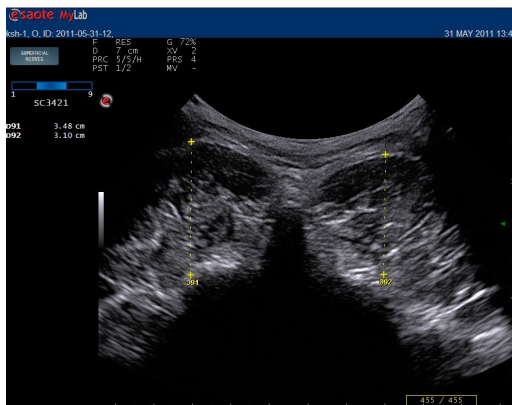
Ultrasound image of multifidus at rest.
